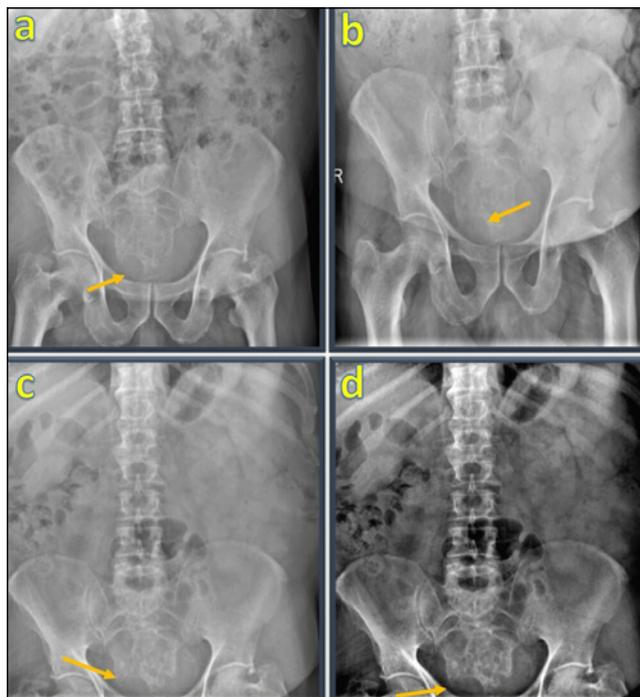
Radiografías simples de abdomen en proyección PA.
